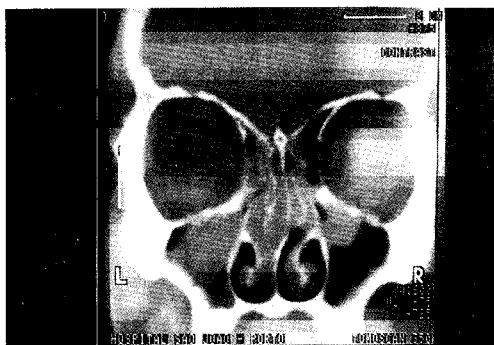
Fotografia da TAC pré-operatória na incidência coronal - doente com polipossinusite com pólipos.
